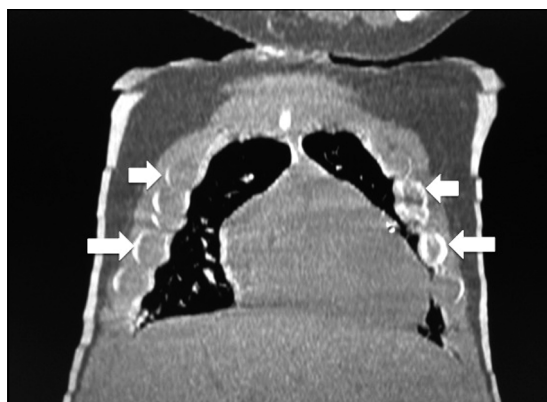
TC de tórax, reconstrucción coronal a nivel de la unión costocondral. Se observa ensanchamiento del extremo anterior de las costillas configurando el signo del rosario costal (flechas).
